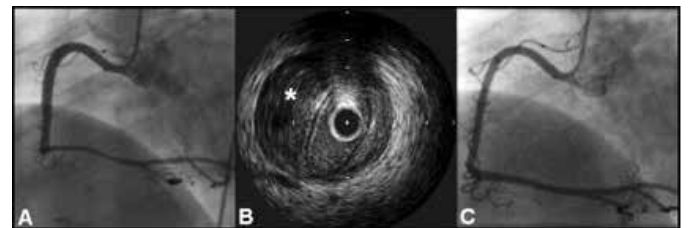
(A) Angiografia coronariana mostrando longa estenose na artéria coronariana direita e (B) correspondente ultrassonografia intravascular apresentando hematoma (asterisco) comprimindo o lúmen do vaso. (C) Projeção mostrando um aspecto angiográfico favorável no acompanhamento⁸.
